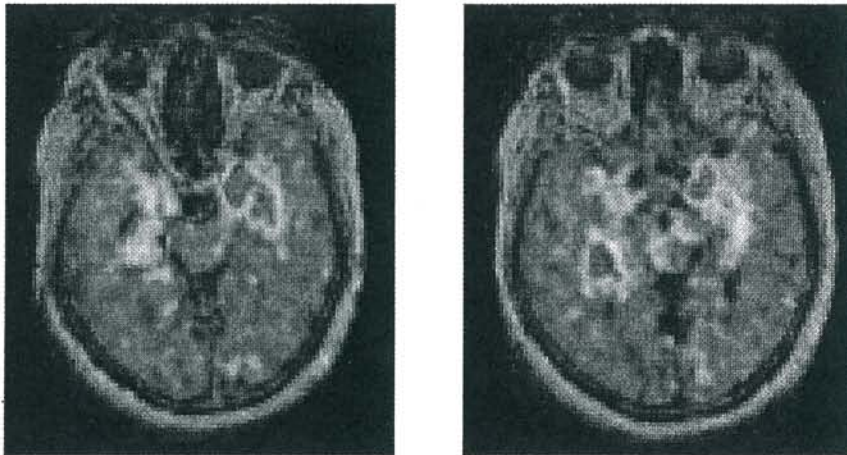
methionine PETとMRI重ねあわせ画像
